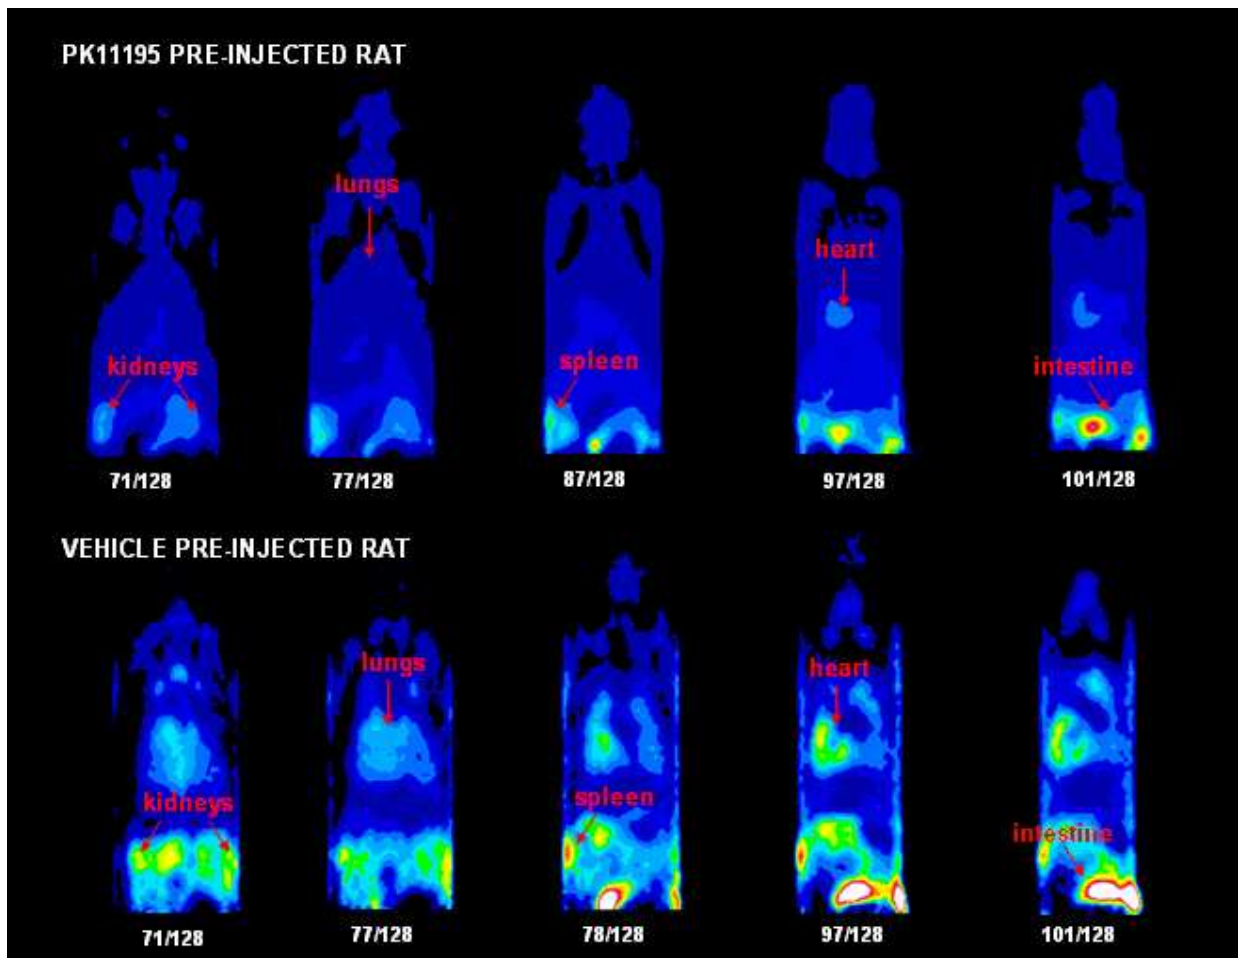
Immagini PET in sequenza di un ratto pretrattato con PK11195 freddo e dello stesso iniettato con il radiofarmaco di interesse. Il minor uptake dopo somministrazione del PK11195, indica che il legame del [ $^{18}\text{F}$ ]VC701 ai siti recettoriali è altamente specifico.
